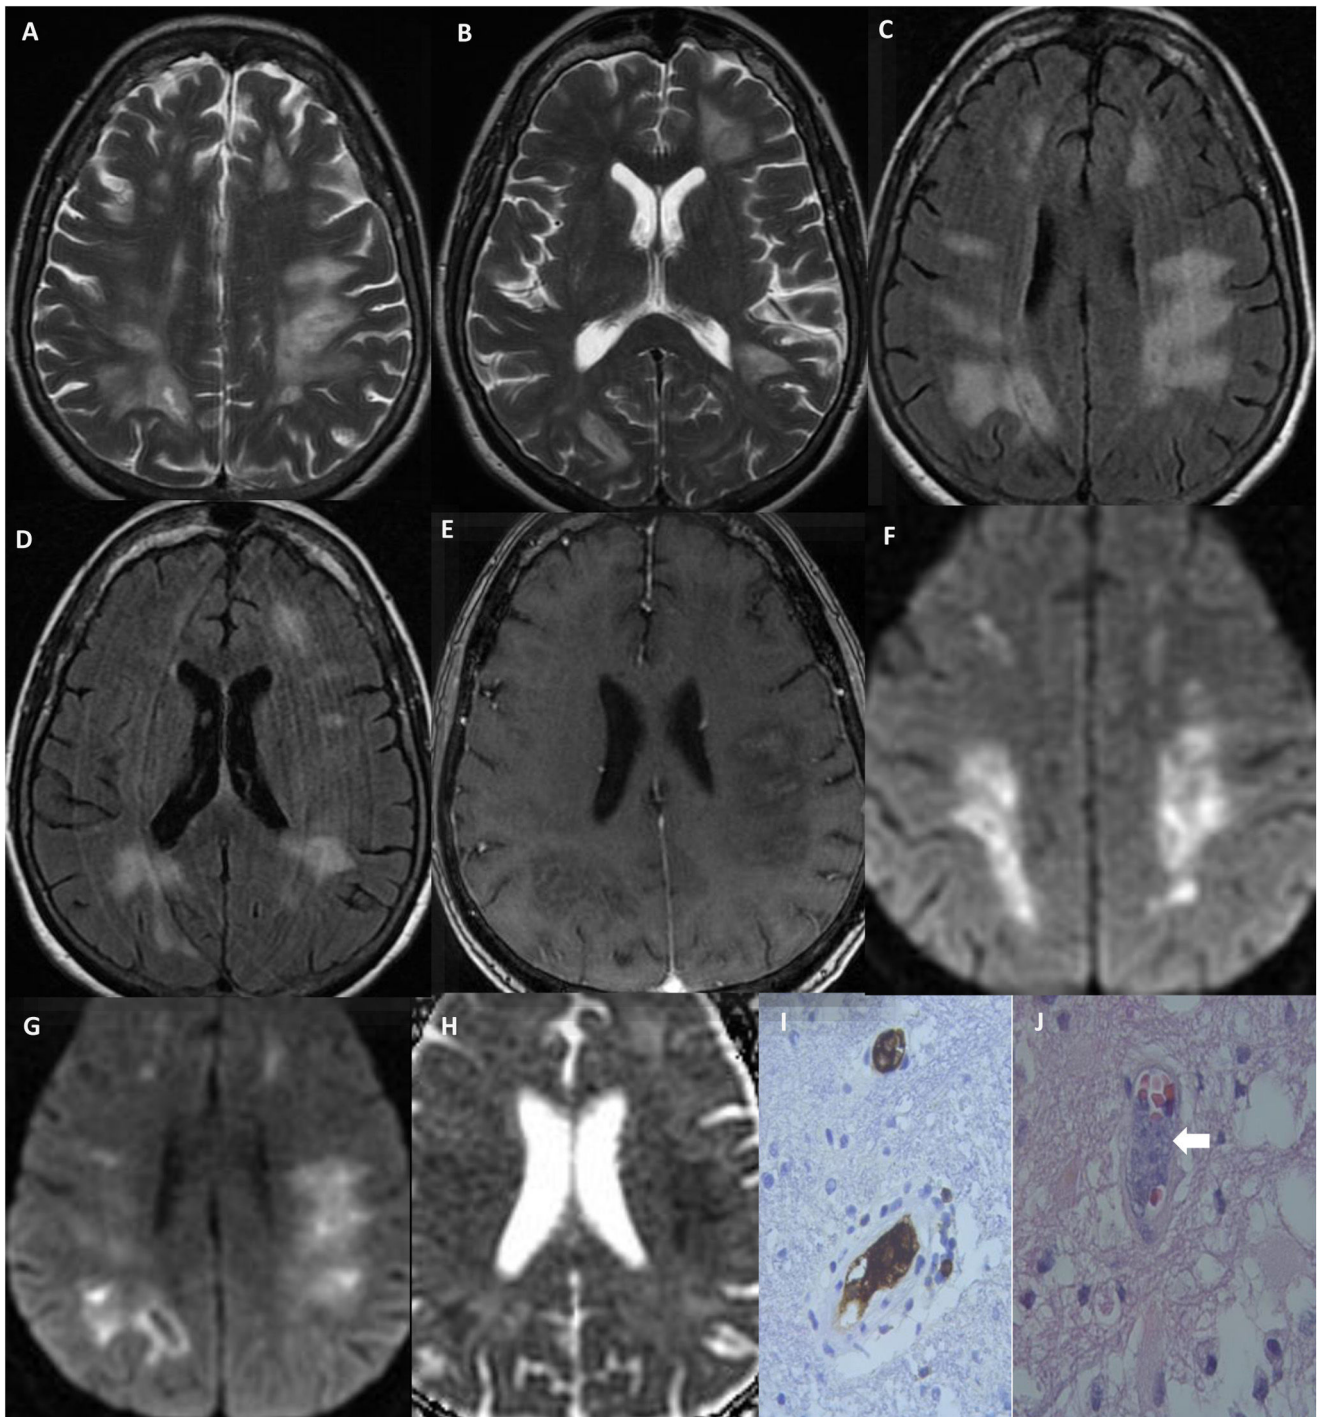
Mujer de 50 años con trastorno de la marcha progresivo asociado a deterioro cognitivo de inicio subagudo de mes y medio de evolución. Diagnosticada de Linfoma intravascular tipo LDBG tras biopsia cerebral. En el estudio de RM se identifican lesiones múltiples «tipo infarto», que afectan a sustancia blanca de ambas convexidades con restricción de la difusión (F-H) y con sutil captación en algunas de las lesiones (E). En las imágenes de AP (J) se muestra en el interior de la luz de los vasos de pequeño calibre una proliferación neoplásica en forma de grupos de células atípicas (flecha) y en el estudio inmunohistoquímico (I), las células tumorales expresan CD45 correspondiendo a fenotipo B.
